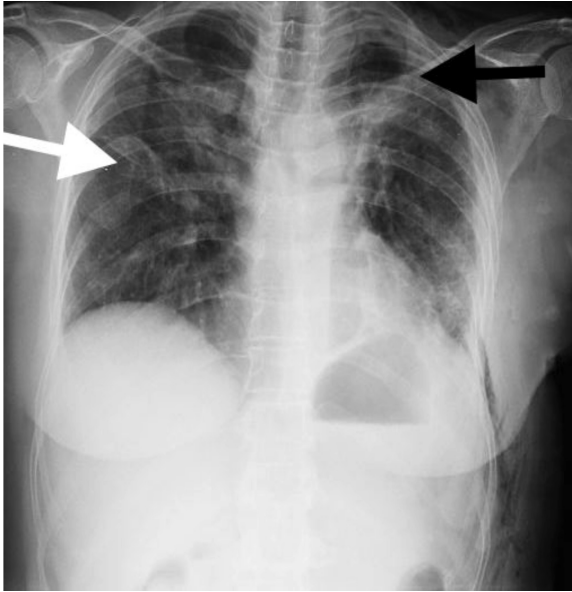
Chest X-ray showing a cavitary lesion on the left upper zone (black arrow) and a suspicious infiltrative lesion on the right middle zone (white arrow).
